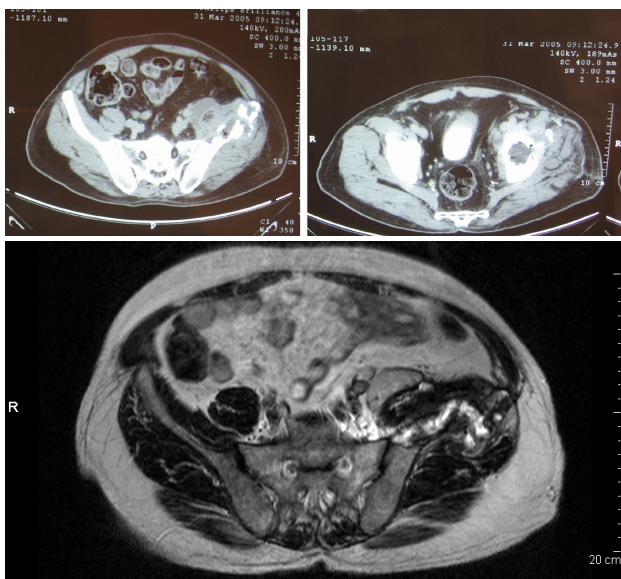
Ostéolyse extensive de l'aile iliaque avec extension extraosseuse au niveau du muscle iliaque et au petit fessier avec plusieurs collections à parois vascularisées, péri-articulaires (1A au scanner, 1B à l'IRM)
